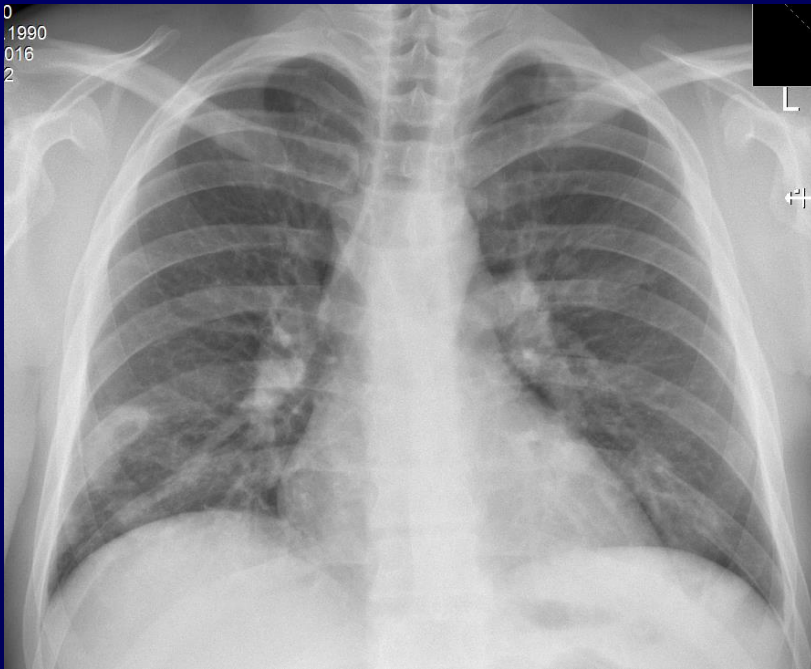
Рентгенография легких больной И. от 10.05.2014 г.
